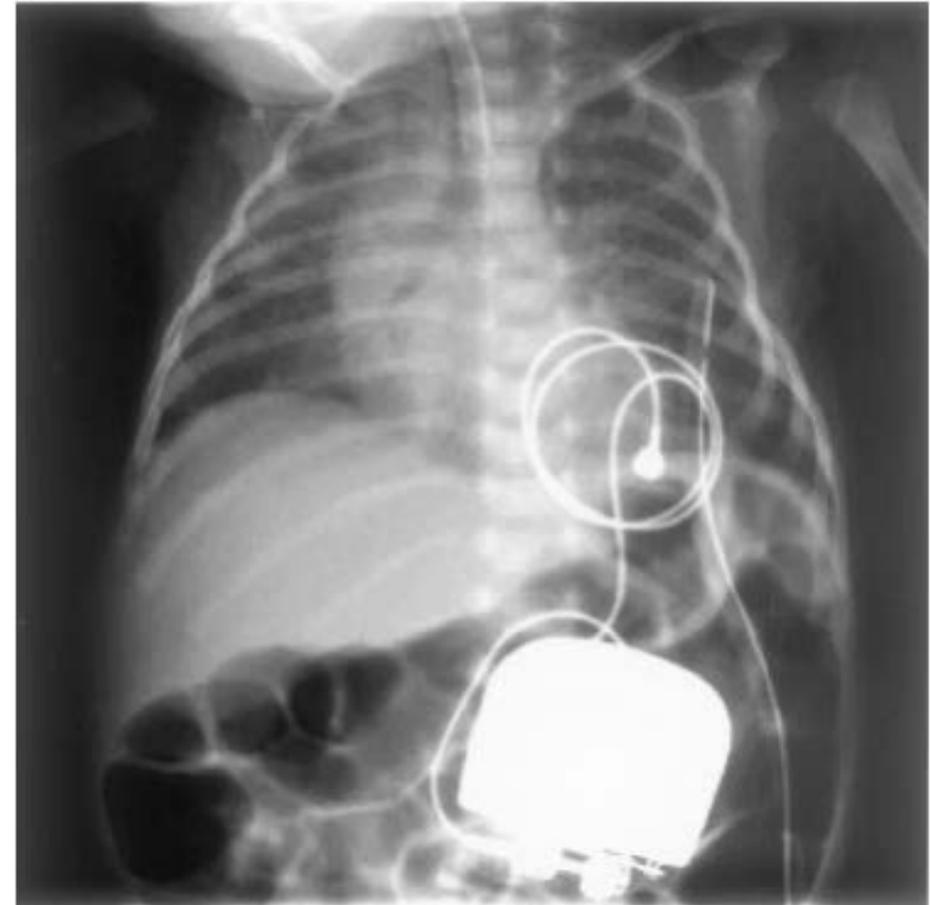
Chest x-ray obtained at 49 days of life after implantation of permanent pacemaker. Note the location of the generator and the lead. Cardiomegaly has been resolved.
